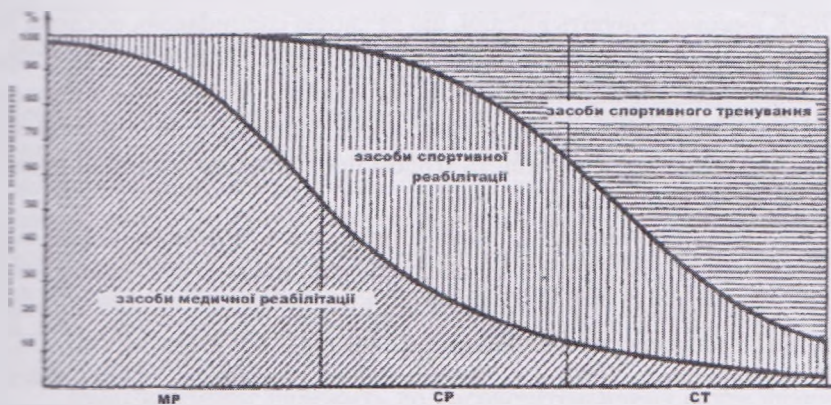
Співвідношення засобів медичної (MP), спортивної реабілітації (CP) і спортивного тренування (CT) в процесі комплексної реабілітації спортсменів (за М. І. Гершбургом, 1986)
